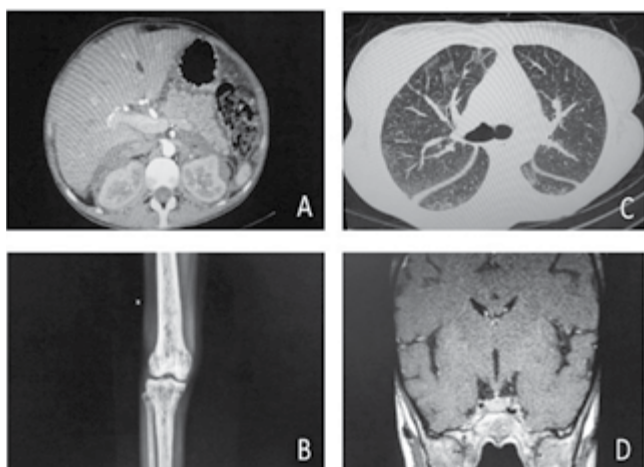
A: TC de abdome: infiltração retroperitoneal, perirrenal e aumento do volume do pâncreas difuso. B: radiografia de joelho: áreas de osteosclerose cortical. C: TC de tórax: opacidades em vidro fosco em lobos superiores, atenuação em mosaico, nódulos centrolobulares em bases pulmonares. D: RNM de sela túrcica: diminuição do realce da hipofise.
